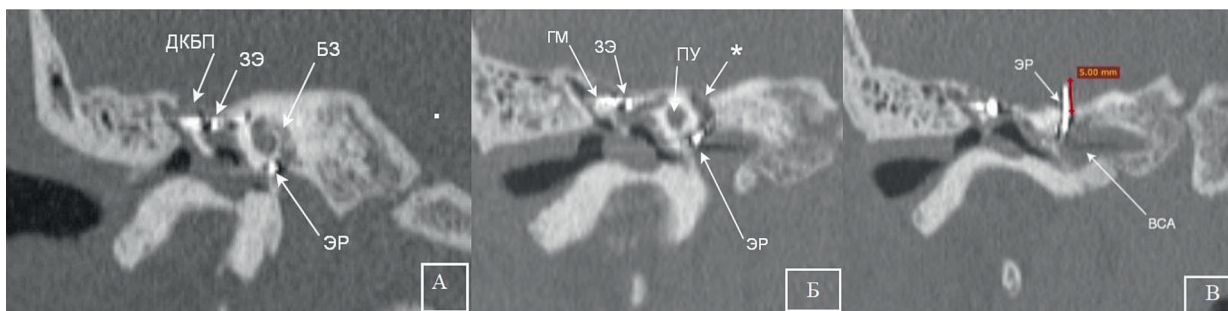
КТ височных костей, фронтальная проекция
